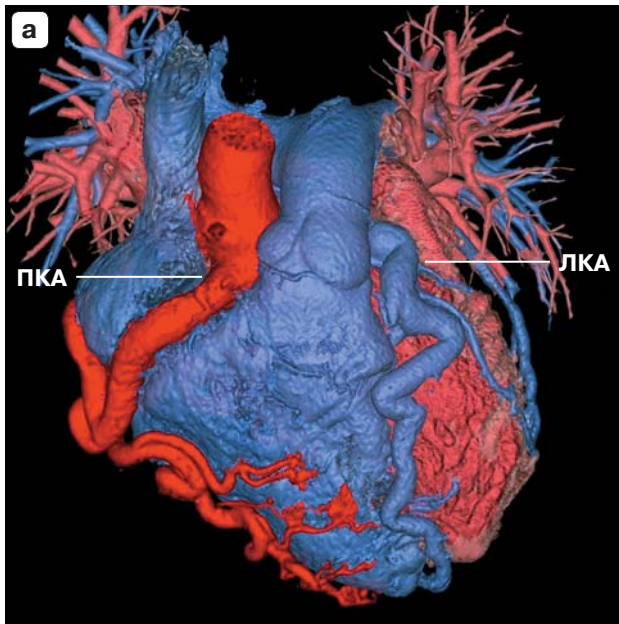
КТ-ангиография сердца и коронарных артерий (ПКА – правая коронарная артерия, ЛКА – левая коронарная артерия), трехмерная реконструкция изображений сердца и коронарных артерий. а – обычное отхождение ПКА от аорты (правый синус Вальсальвы) и аномальное отхождение ЛКА от СЛА; б – эктазированная и извитая ПКА.
